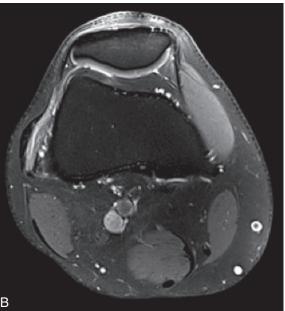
Aspect IRM du syndrome de la bandelette iliotibiale : épaississement de la bandelette iliotibiale et hypersignal T2. a. Coupe coronale. b. Coupe axiale.
